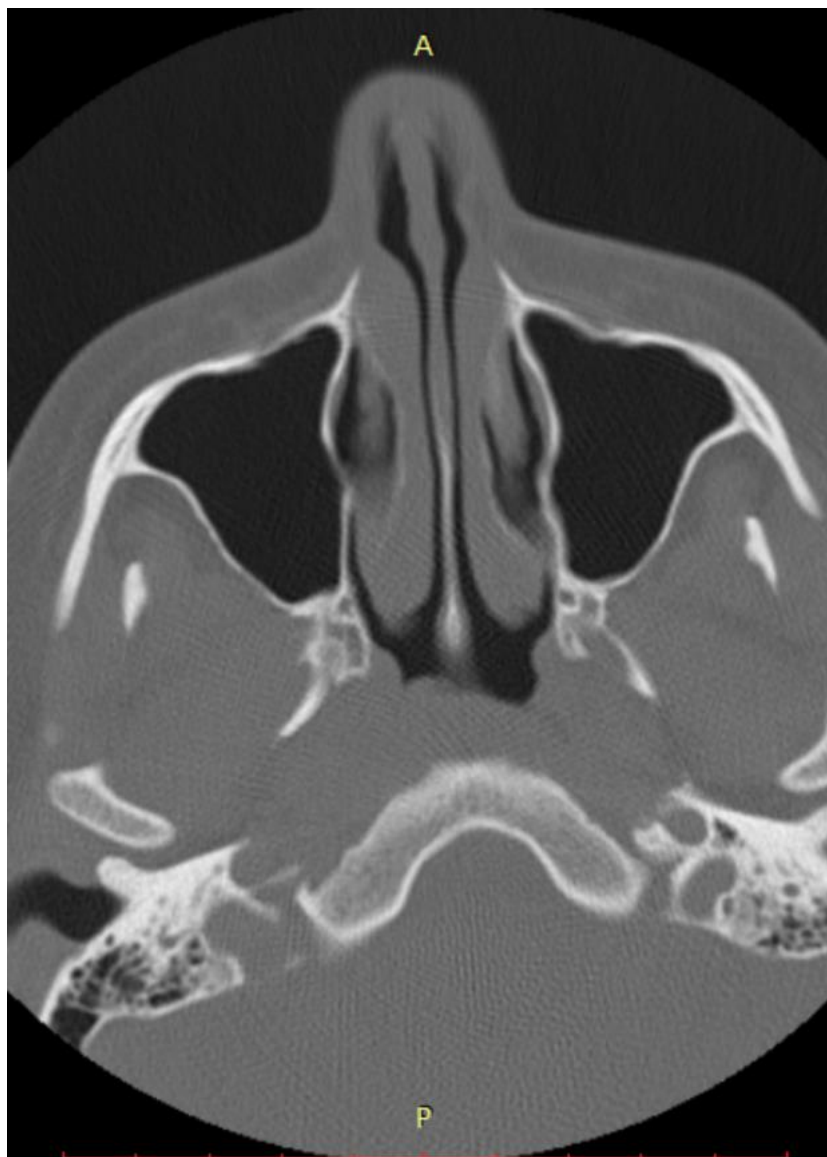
Місце з'єднання передньо-латеральної та медіальної стінок верхньощелепної пазухи. СКТ. Аксиальна проекція.
